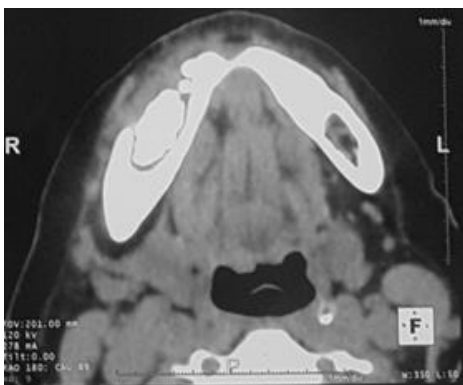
Visualisation sur coupe TDM du séquestre au niveau de la zone d'appel
